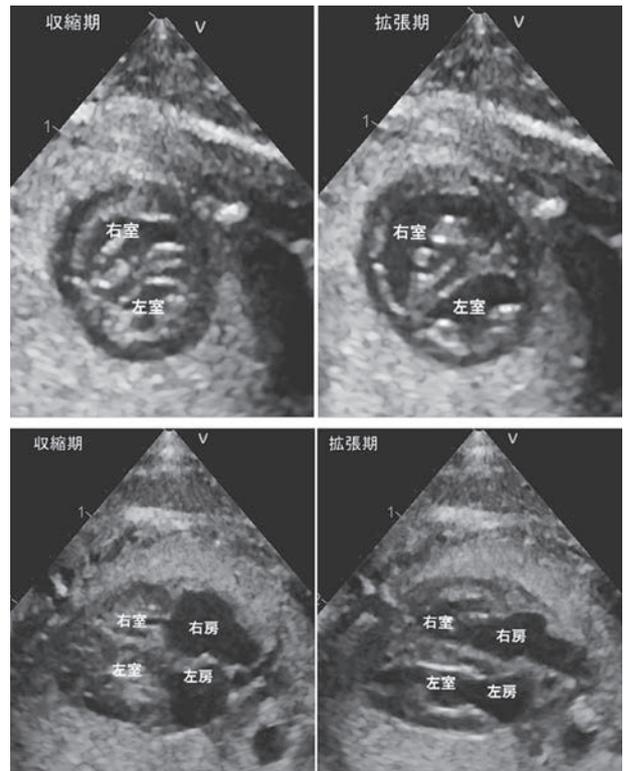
胎仔（出生5日前）の右室と左室のエコー画像（収縮期および拡張期）
